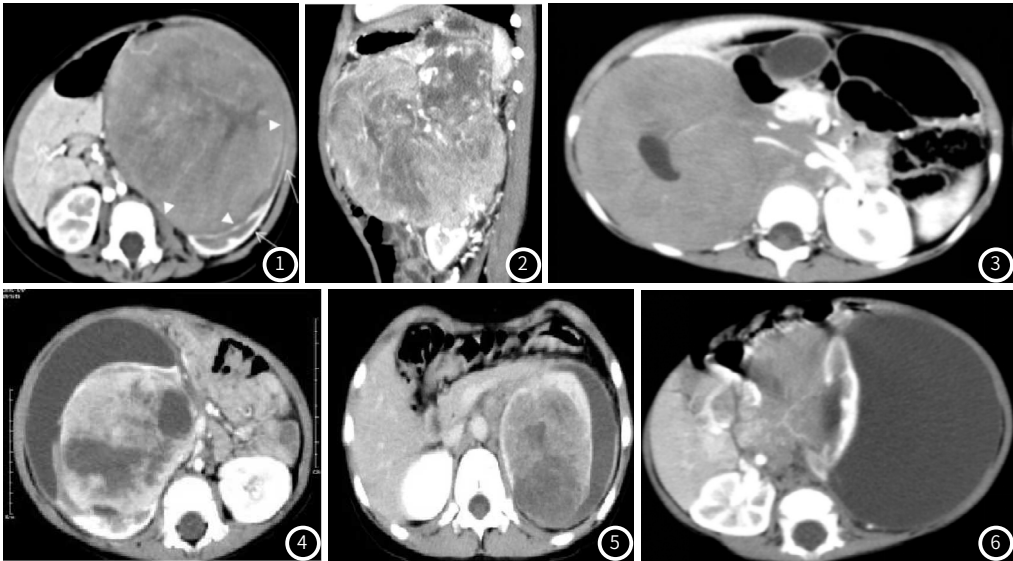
女，8月24天，肾母细胞瘤。CT增强上肿瘤中等强化，与明显强化的残余肾实质分界清晰。箭头示包膜，细箭示“残肾征”及“蟹足征”。图2 女，4岁1月，神经母细胞瘤。CT增强可见残肾征，肿瘤大部分位于肾外，没有包膜、蟹足征。图3 女，4岁，B淋巴瘤母细胞瘤。CT表现为右肾实质内弥漫性破坏，无包膜，且肾门处肿瘤包绕右肾动脉。图4 男，1岁，透明细胞肉瘤。CT增强上右肾肿瘤中囊变坏死，肾被膜下积液。图5 男，6岁4月，横纹肌样瘤。CT增强上左肾肿瘤不均匀强化，肾被膜下有积液。图6 男，1岁，神经母细胞瘤。CT增强上肿瘤从肾门处侵及左肾，肿块包绕左肾动脉，肾被膜下积液。
